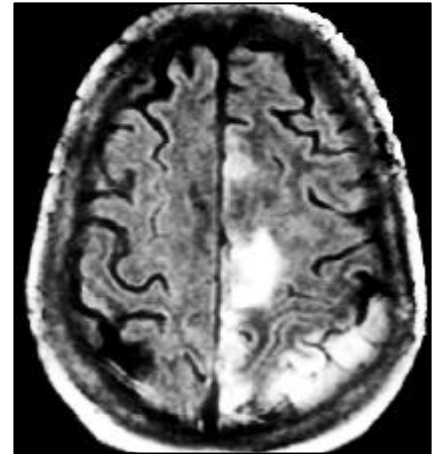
RM craneal. Flair. Infarto frontera en el territorio de la arteria cerebral anterior-cerebral media izquierda, y arteria cerebral media-cerebral posterior izquierda.
